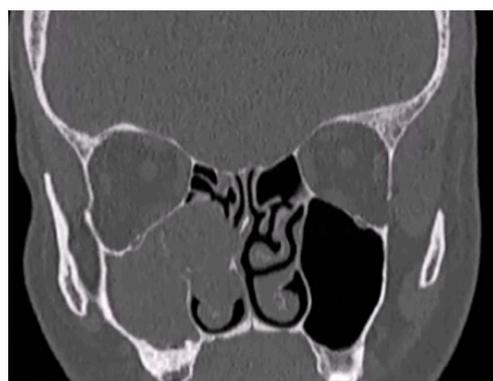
Компьютерная томография околоносовых пазух. Отчетливо визуализируется тотальное затемнение верхнечелюстной пазухи и клеток решетчатого лабиринта справа
